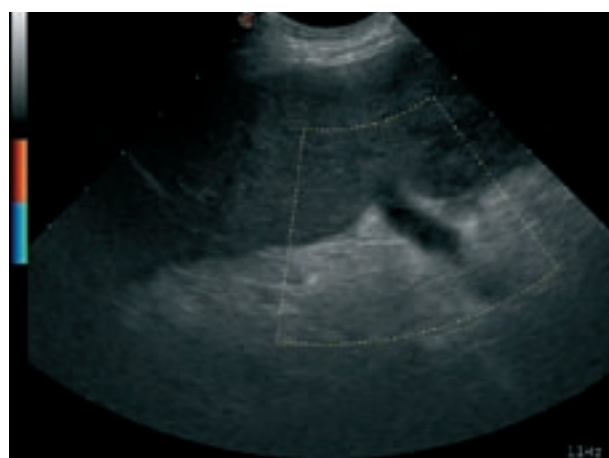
Imagen ecográfica con doppler color del hilio esplénico. No se observa flujo en la vena esplénica.
